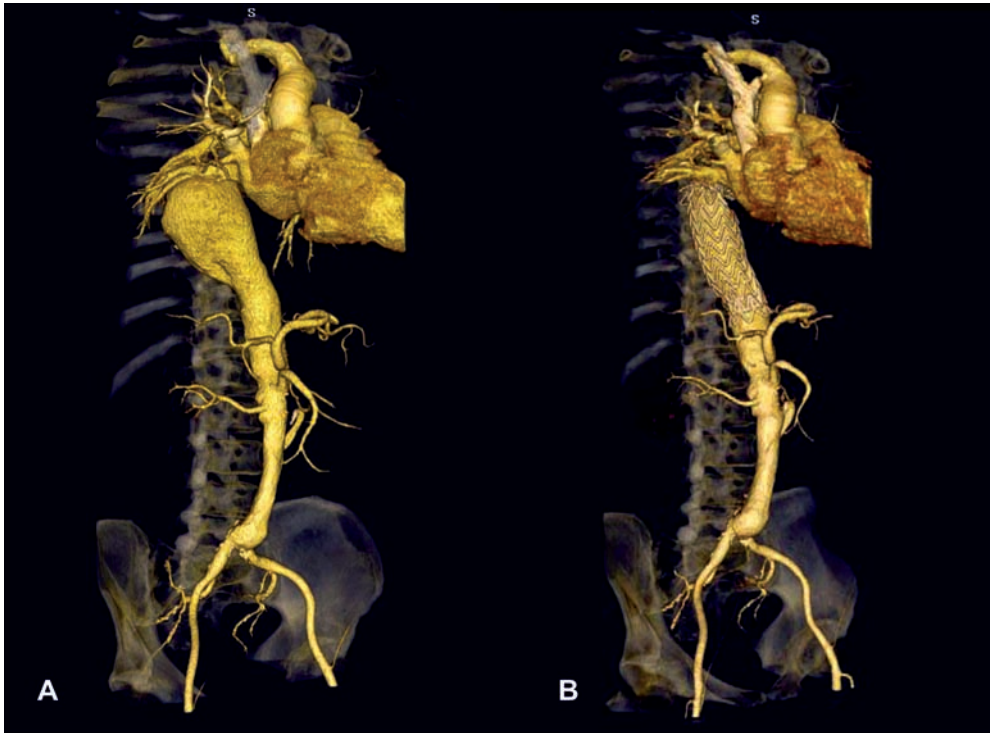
Volumensegmentierung auf der Basis einer drei-dimensionalen Computertomographie vor (A) und nach (B) endovaskulärer Behandlung eines thorakalen Aortenaneurysmas.
